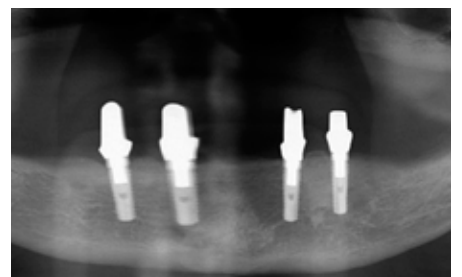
Röntgenologische Kontrolle 12 Monate nach Implantatinsertion mit stabilem periimplantärem Knochen.
